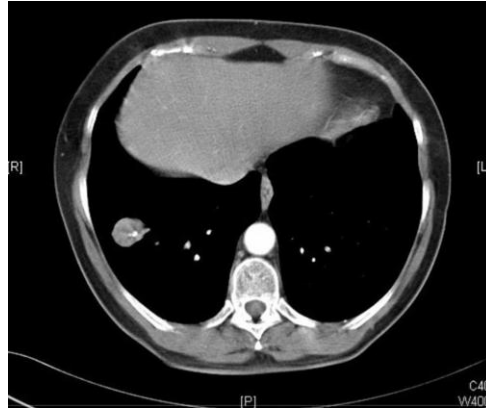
TAC helicoidal con contraste, que objetiva un nódulo de bordes bien definidos, de 26x21mm, con 2 calcificaciones puntiformes localizadas excéntricamente.<sup>3</sup>
